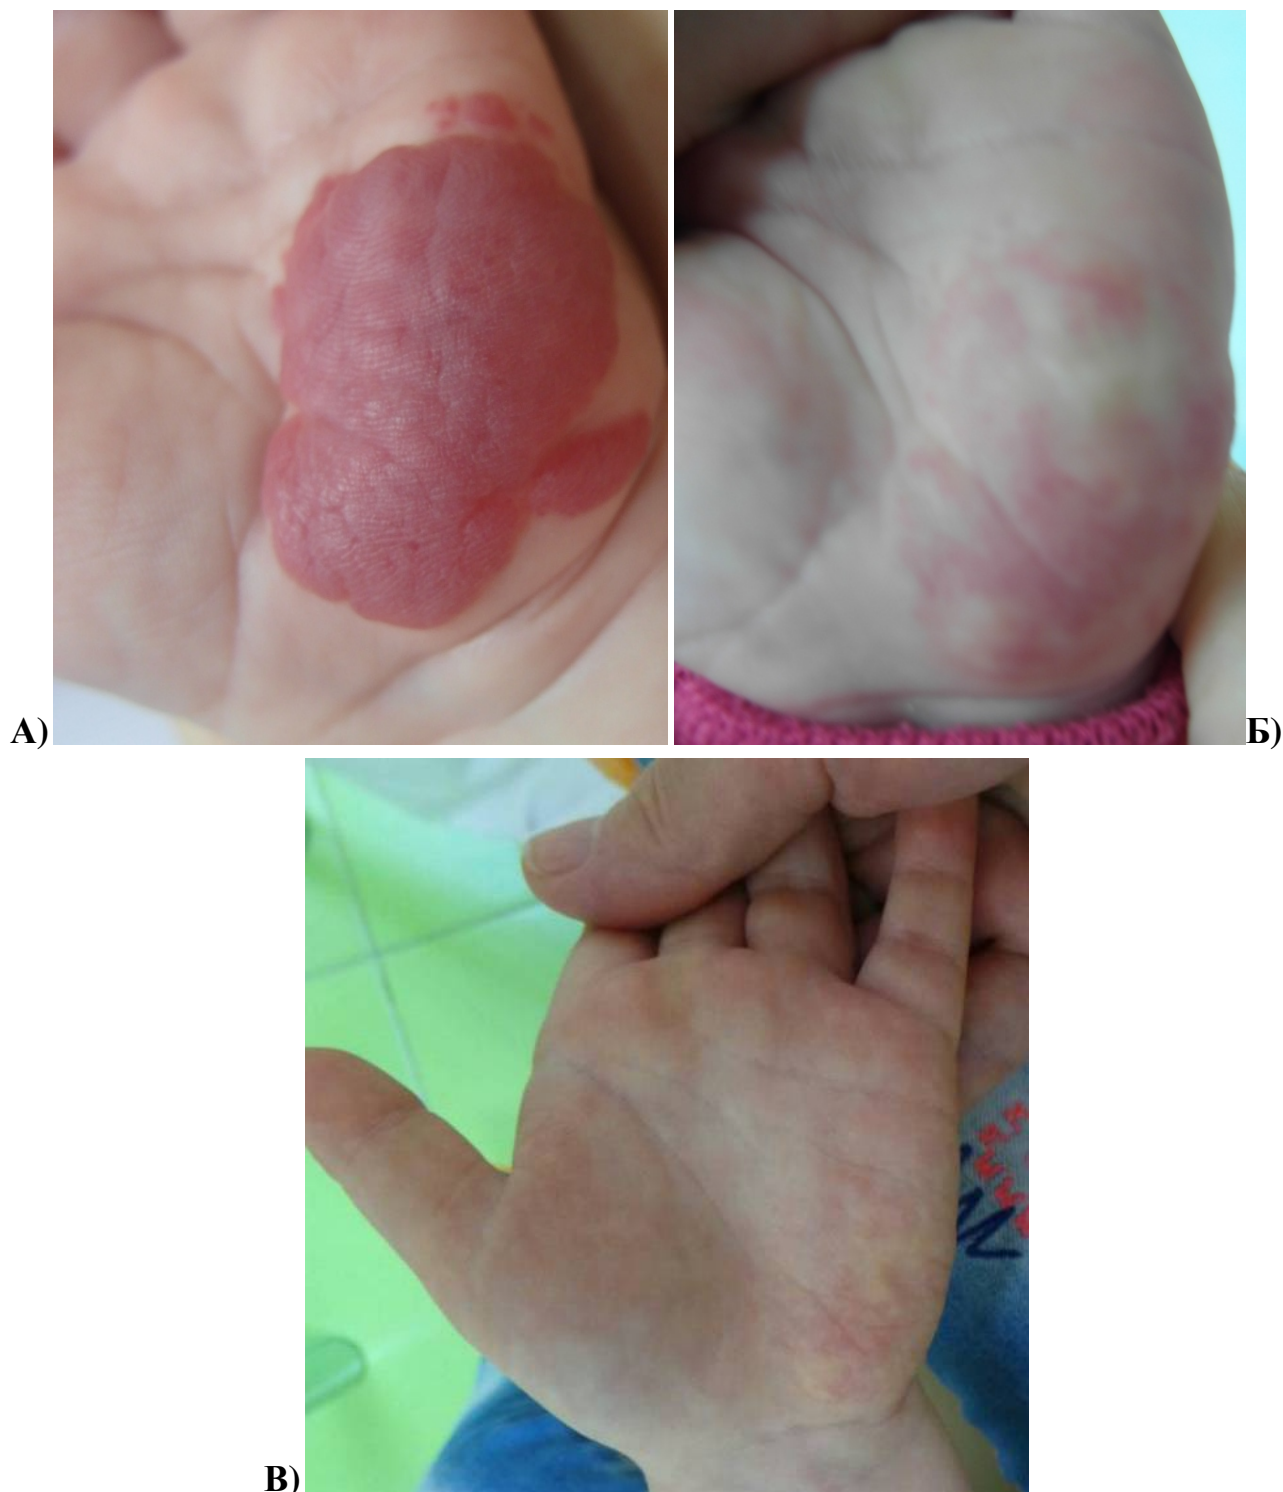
А) Больная У., возраст 6 мес. Диагноз: комбинированная гемангиома левой кисти. Цвет опухоли – красный. ПЭ = 392 у. е., $S = 9,0 \text{ см}^2$. УЗИ опухоли до лечения: глубина расположения до 0,91 см, диаметр питающего сосуда 0,09 см, артериальный кровоток.
